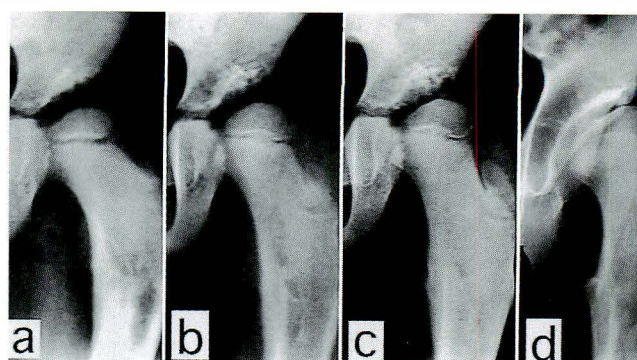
Serial radiographs of a case of developmental dysplasia of the hip. The patient underwent derotation varus osteotomy at 2 years old
